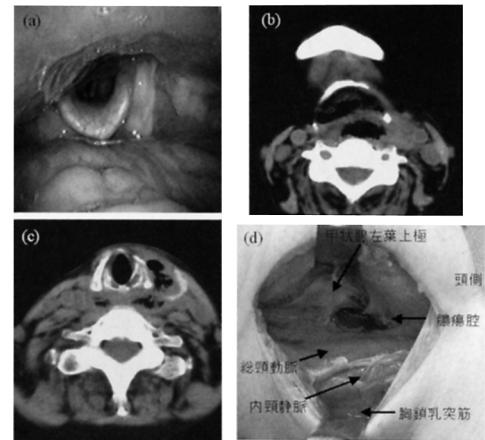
(a)Fiber scopic finding showed swelling of retropharyngeal wall.(b, c)CT scan revealed retropharyngeal and periesophageal abscess with gas formation.(d)Abscess cavity was opened and pus was drained.
